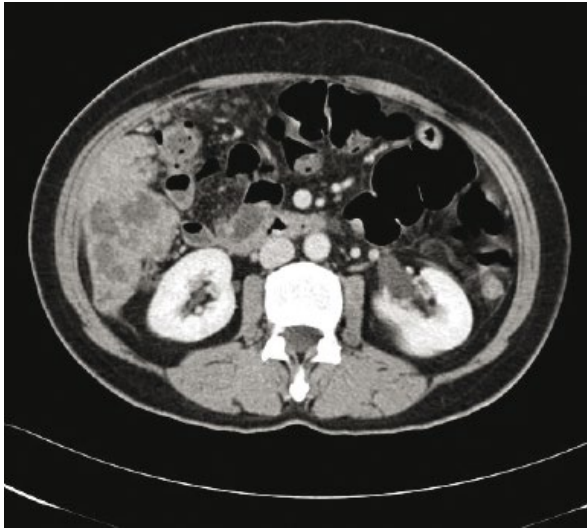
Abdominal CT showing 9 × 5 cm heterogeneously enhancing mass in the mesentery and omentum
